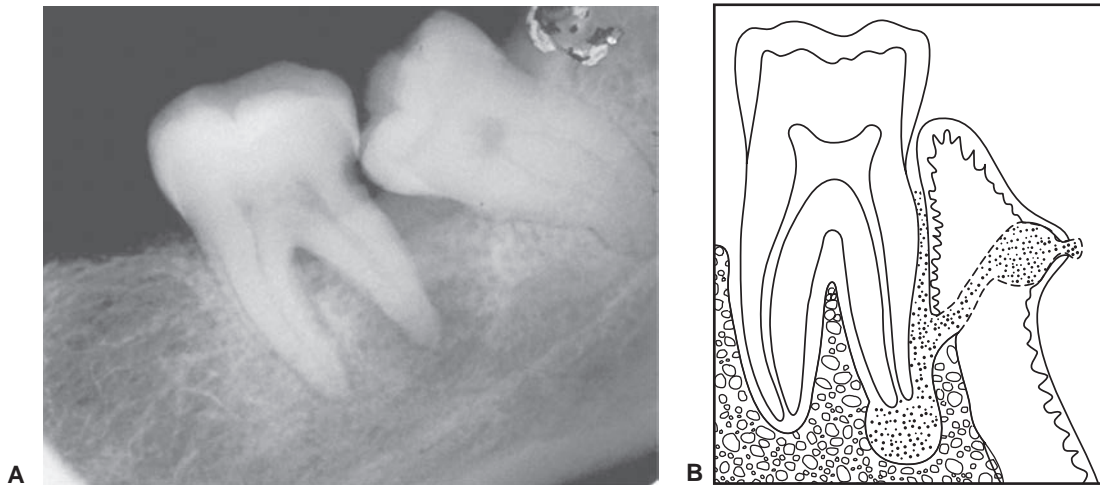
Proceso infeccioso proveniente de una bolsa periodontal profunda, que se ha complicado con una lesión periapical (A) Este tipo de infecciones comúnmente resulta en la pérdida ósea de la cortical alveolar (B).
